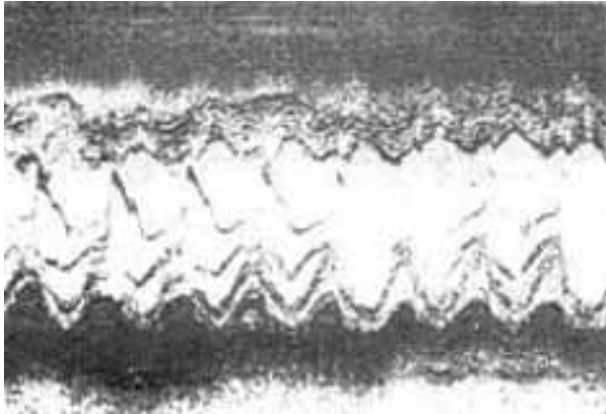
Ecocardiograma modo "M", cinco anos de internação. A valva mitral e a cavidade do ventrículo esquerdo apresentavam-se dentro dos limites normais.
